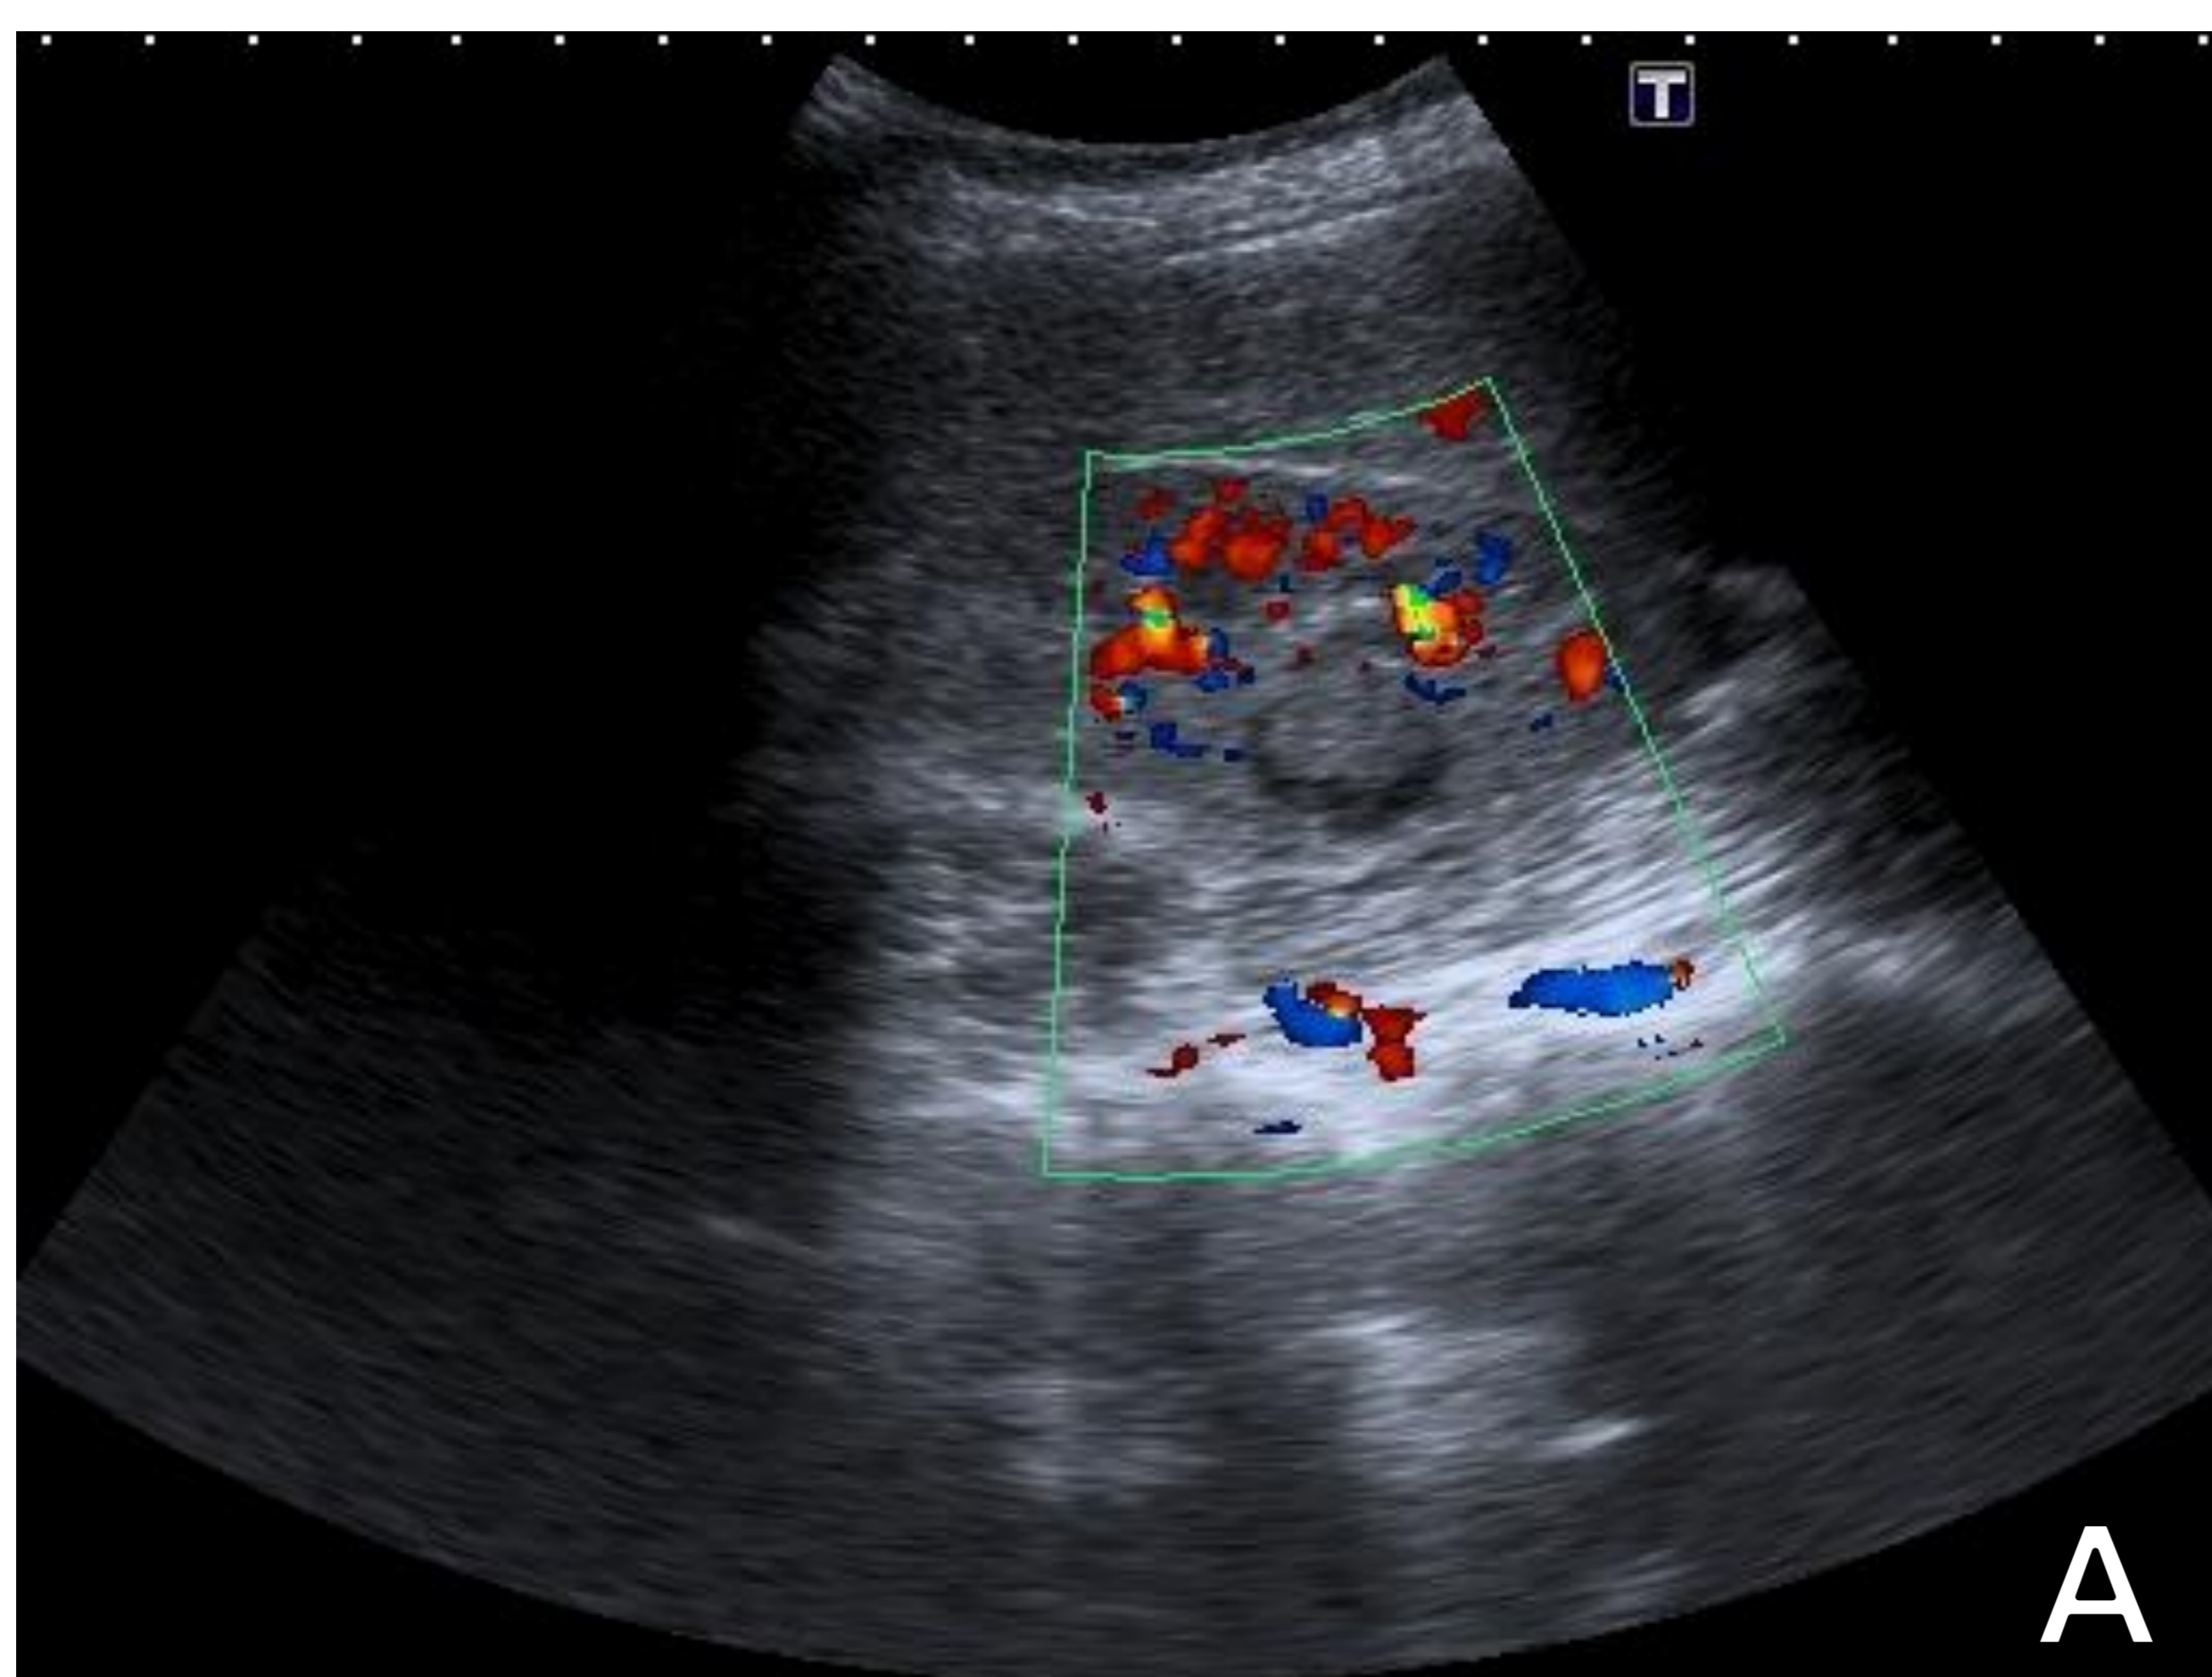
Absceso renal. Ecografía con sonda convexa (A) y TC abdominopélvica tras la administración de contraste intravenoso (fase venosa), reconstrucción sagital (B). En ecografía (A) se identifica una imagen quística en mesorriñón derecho con contenido ecogénico, que en la TC (B) se observa una colección redondeada que presenta una pared gruesa. Edema de la pared vesicular como cambios por contigüidad.
